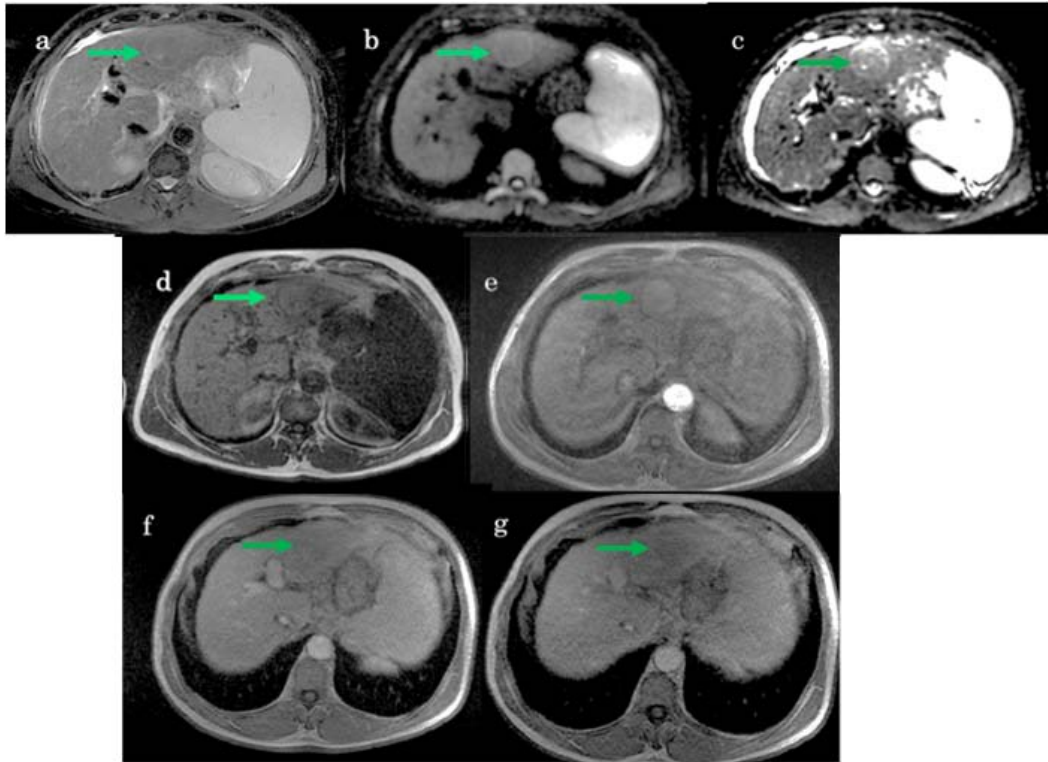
IRM hépatique montrant une lésion du segment II, encapsulée en hyposignal T1 (d), en hyper signal T2 et diffusion (a,b) avec restriction de l'ADC (c). On note un Wash in artériel (e) avec wash out portal et tardif (f,g).
